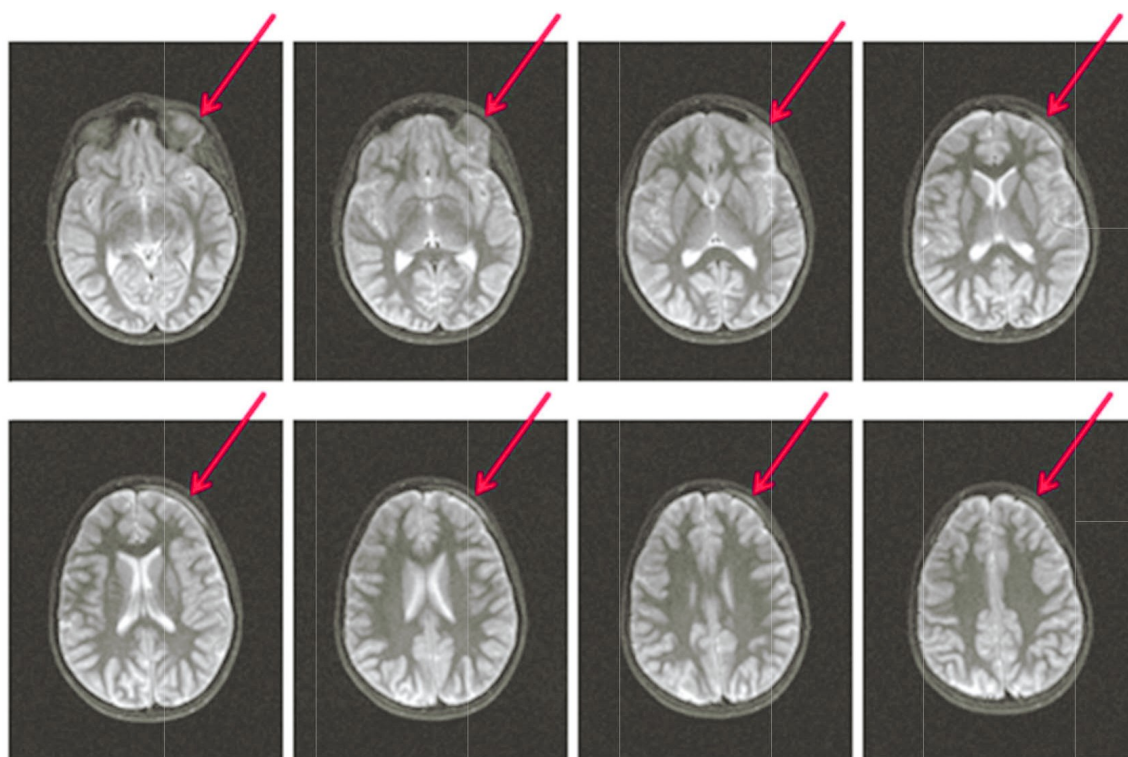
RM cranio e orbite: area iperintensa in STIR che indica flogosi
